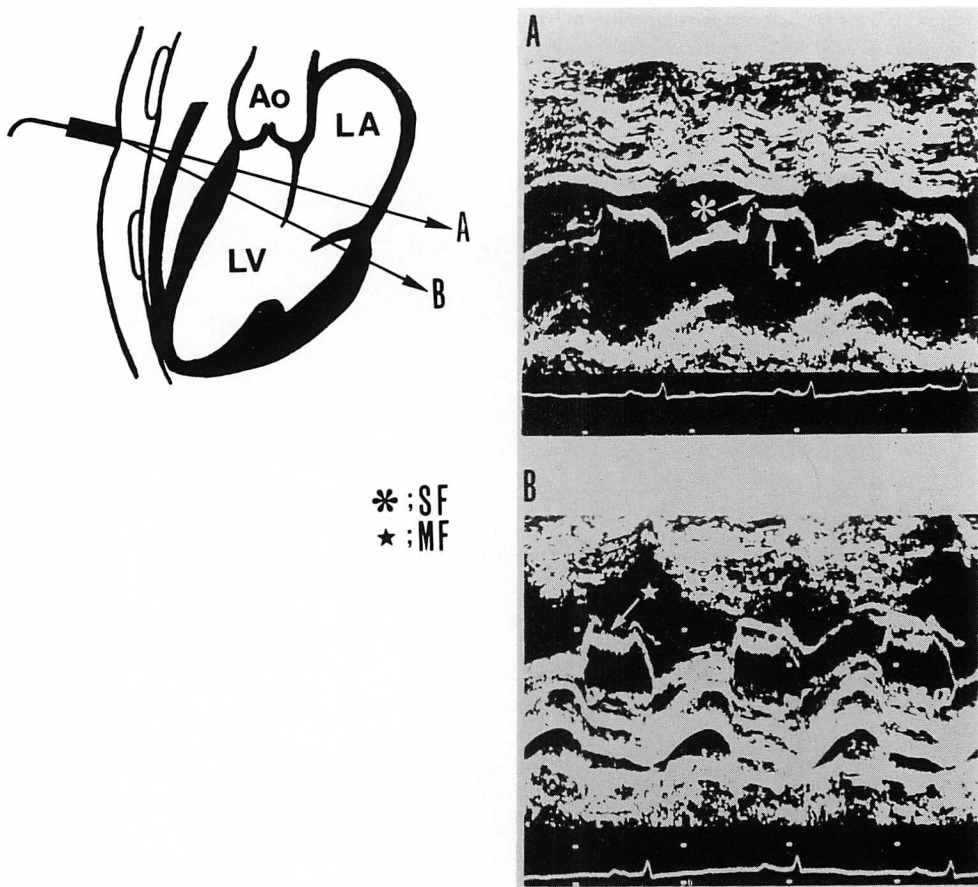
Typical high frequency diastolic fluttering of the anterior mitral leaflet (MF) with similar fluttering of left ventricular surface of the septum (SF) is shown in this echocardiogram (Case 2).
